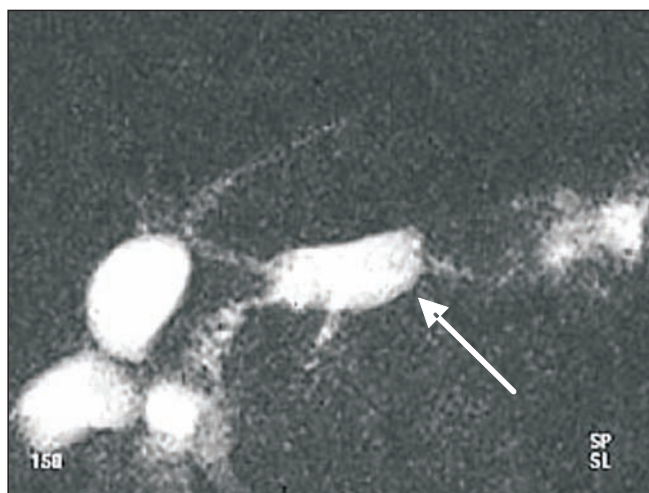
IRM. PJA funcțională
